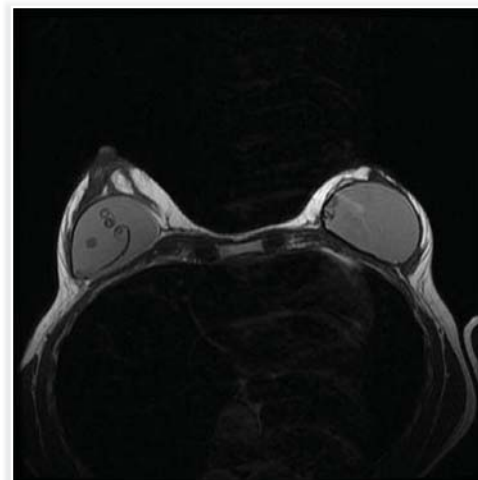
Imagem de implante mamário por ressonância magnética.
